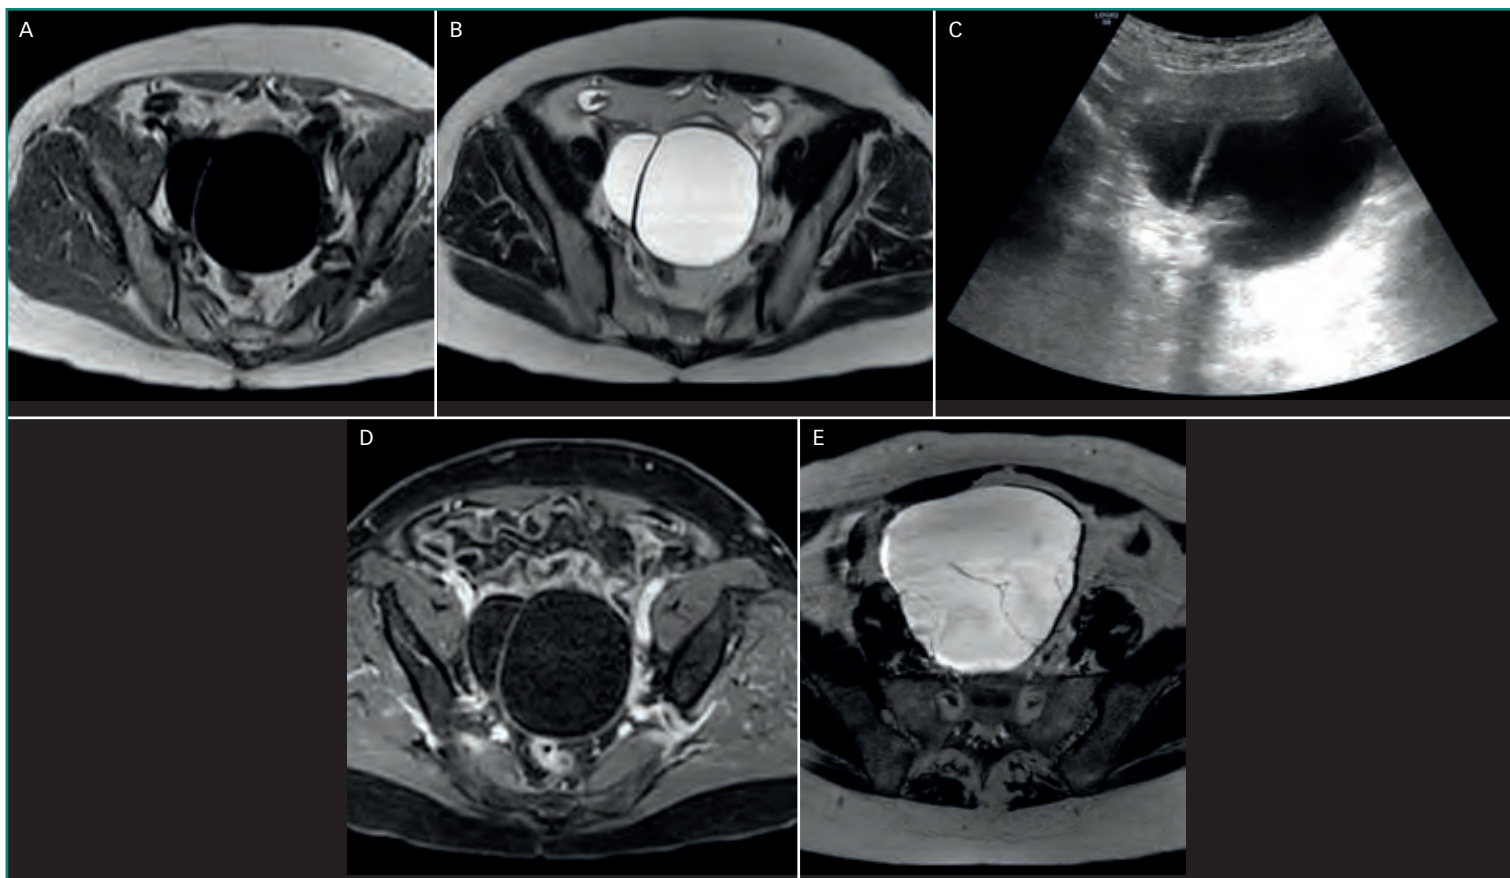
Cistoadenoma seroso. A: lesión quística hipointensa en T1; B: lesión hipertensa en T2; C: con septo fino, sin signos de sospecha visto en ecografía. Nótese el realce fino de la pared tras la administración de contraste en comparación con la imagen A (flecha blanca en D); E: múltiples septos finos en T2.
